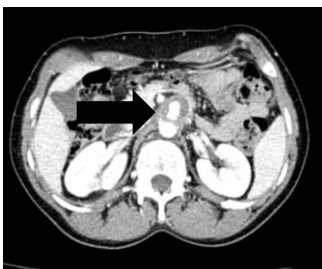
TC de abdômen com contraste evidenciando aneurisma com trombo mural em altura de artéria mesentérica superior (seta)
